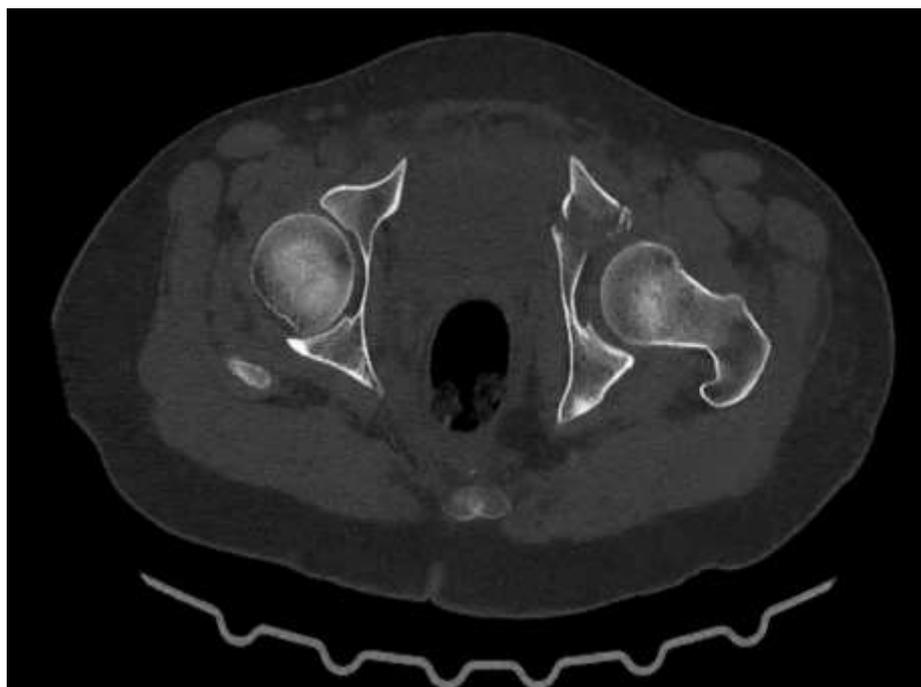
Coupe axiale TDM montrant une fracture de la colonne antérieure du cotyle gauche
